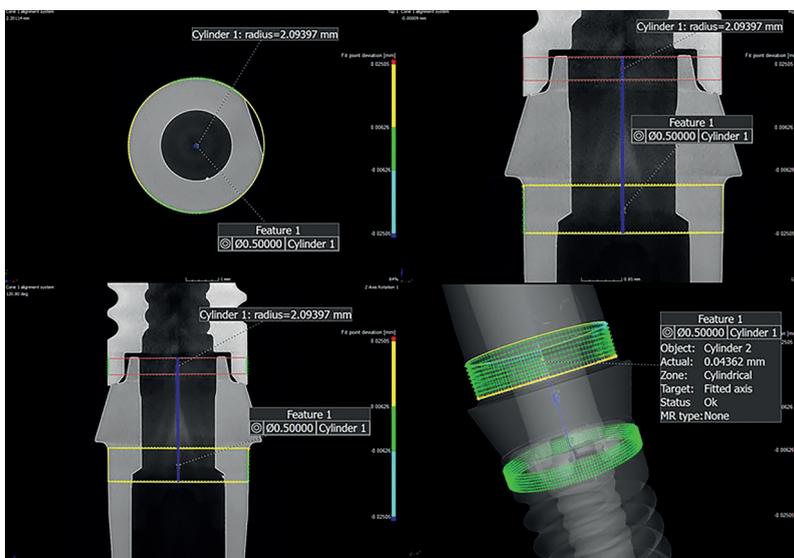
Überprüfung des Implantatvolumens mittels Micro-CT.
